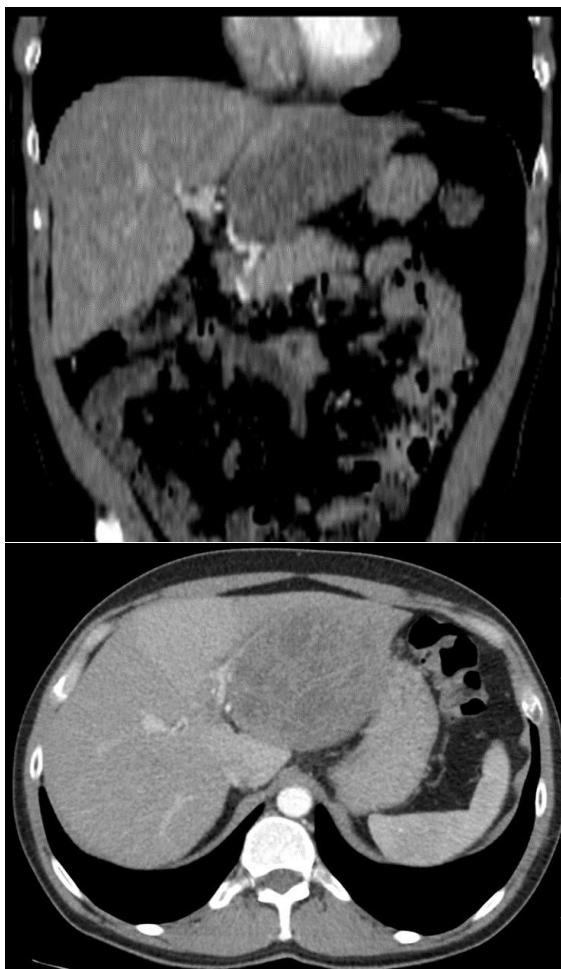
КТ-снимок органов брюшной полости: в левой доле печени определяется дополнительное образование размерами до 99×105×91 м, многокамерной структуры
